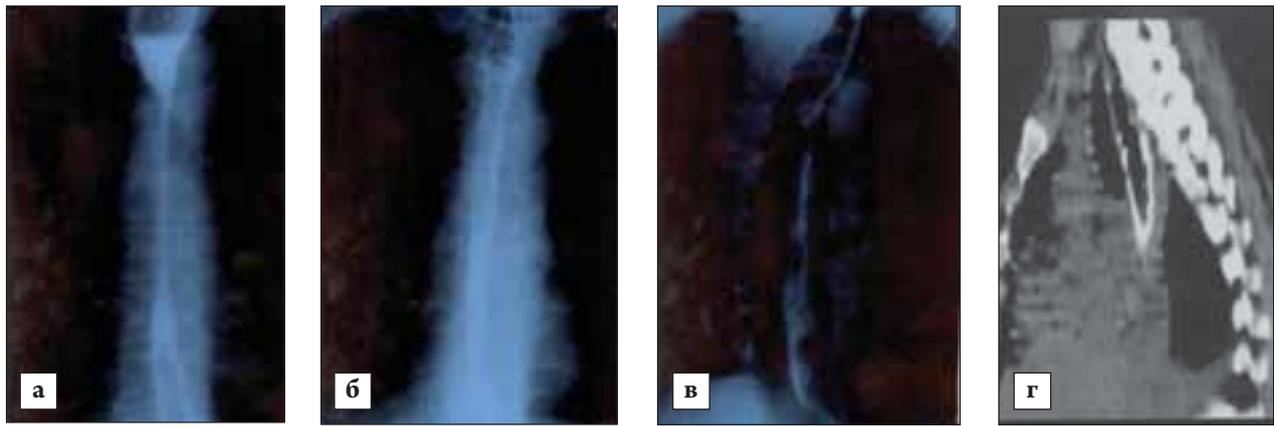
Рентгенологическая и КТ-картина до и после стентирования: а — рентгенологическая картина ПРСП до стентирования; б — рентгенологическая картина функционирующего стента; в — рентгенологическая картина через 8 месяцев после стентирования; г — картина компьютерной томографии (установлен стент)
